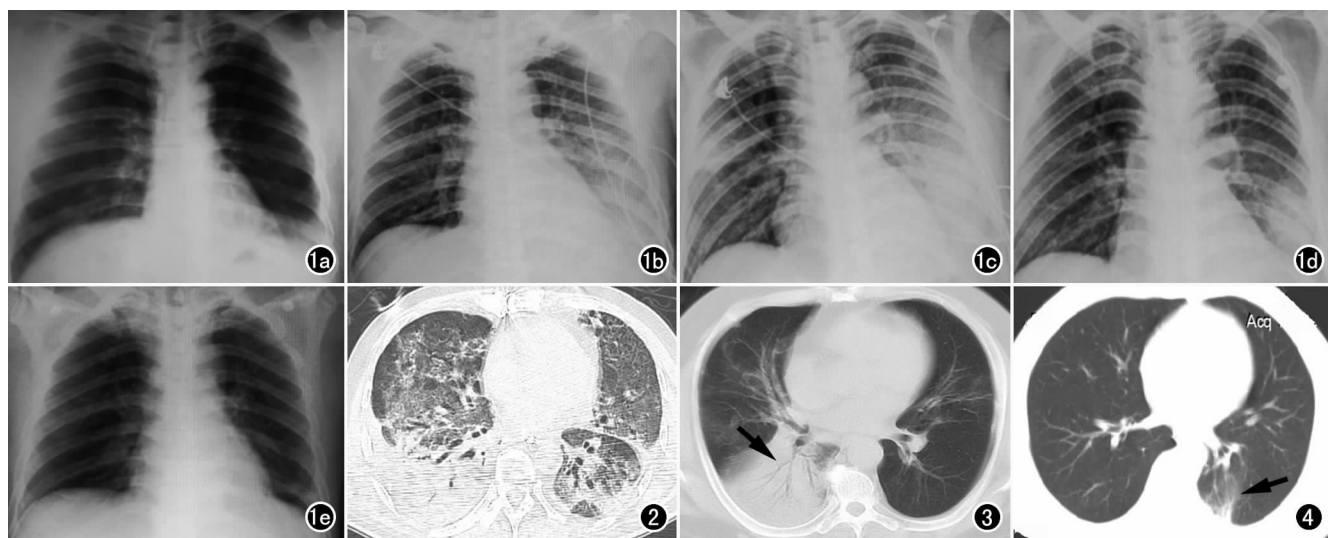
男,38 岁,H7N9 感染。a) 起病第 4 天后前位的胸片示左下肺片状密度增高; b) 起病第 6 天床旁胸片显示左肺通透性降低,右肺纹理增粗,模糊片影范围扩大; c) 起病第 7 天床旁胸片示左下肺不均匀斑片状阴影,边界不清,右上肺近胸壁模糊片状影; d) 起病第 10 天床边胸片示双肺纹理增粗,左下肺斑片状阴影较前变小,境界清晰; e) 起病第 19 天床边胸片示双肺无明显异常。图 2 男,56 岁,H7N9 感染,CT 示双肺广泛分布的磨玻璃影及实变影。图 3 男,65 岁,H7N9 感染,CT 示右下肺实变,内可见支气管气相(箭)。图 4 男,33 岁,H7N9 感染,起病 2 个月复查,CT 示左下肺网格影及纤维索条(箭)。
